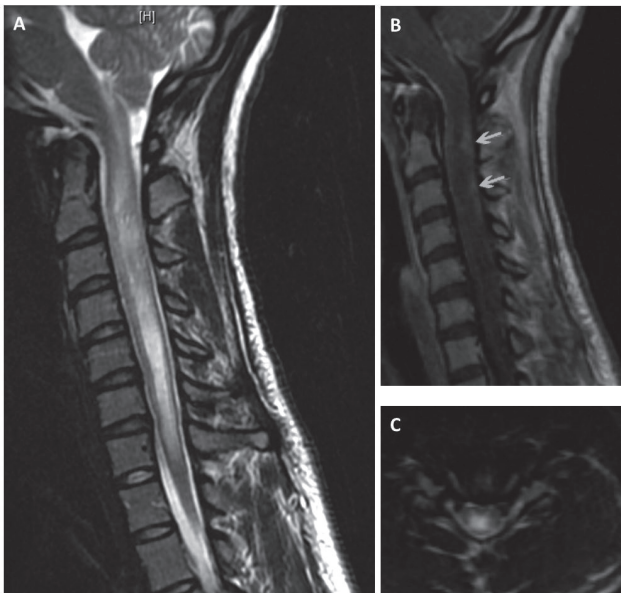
Resonancia magnética de columna cervical en A: Secuencia T2 vista sagital mostrando una lesión extensa desde bulbo raquídeo hasta C7. En B: Secuencia T1 vista sagital con contraste mostrando realce con gadolinio (flechas). En C: Secuencia T2 vista axial mostrando un área de hiperintensidad central
